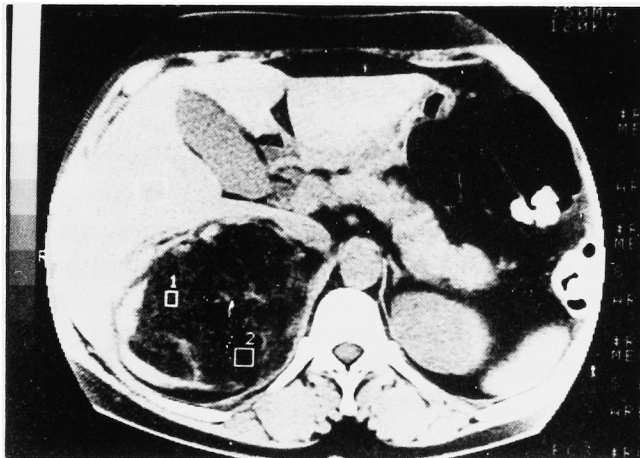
Case 2: CT-scan shows that mass has attenuation values of -60HU
